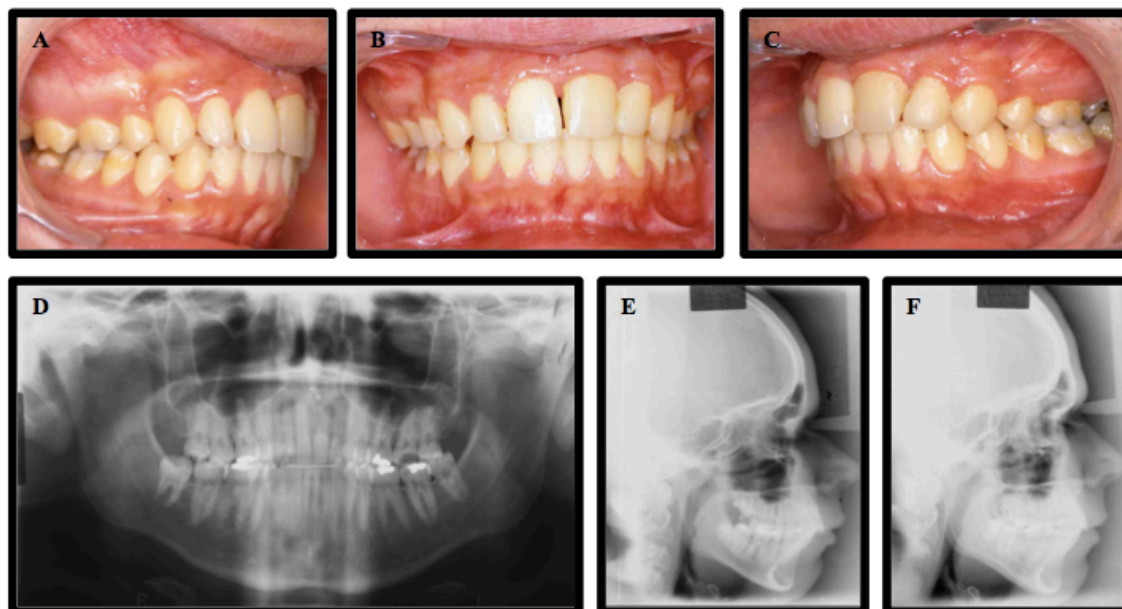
Fotografias intra-orais (A,B,C), Ortopantomografia (D) e Telerradiografia de perfil (F) pós-tratamento. Telerradiografia de perfil pré tratamento (E).
